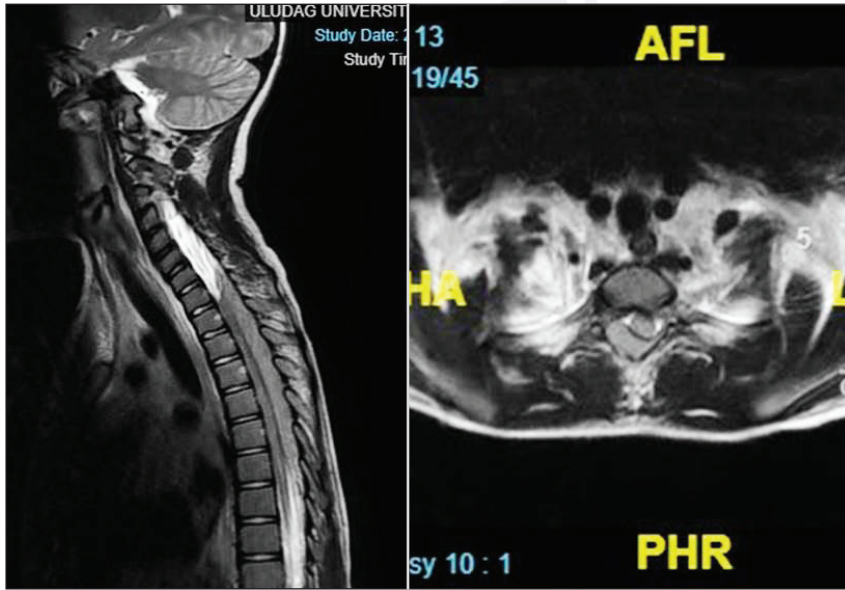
T2 ağırlıklı MRG'de T10 vertebra düzeyinde paravertebral yumuşak doku planlarına epidural mesafeye, nöral foramenlere uzanım gösteren, spinal kanalda kompresyona neden olan spinal kitle izlenmekte (A, B). Postoperatif T2 ağırlıklı sagittal (C), ve aksiyel (D) MR görüntüleri.
